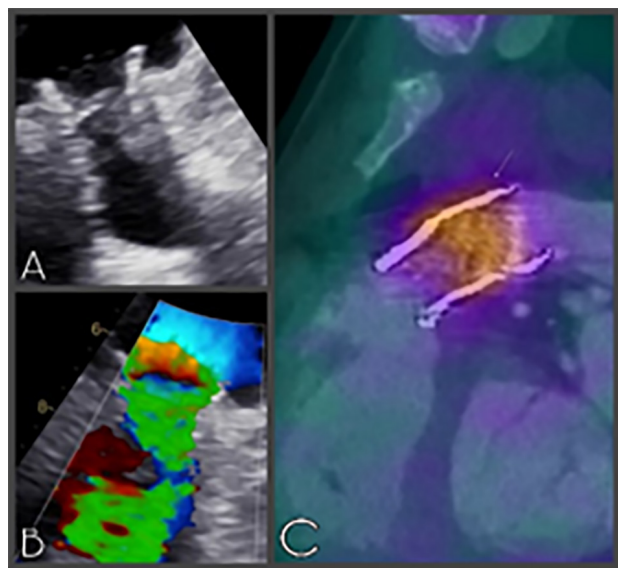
estudios preoperatorios. A, B: Ecocardiograma de válvula pulmonar. C: PET/TC con captación protésica.
